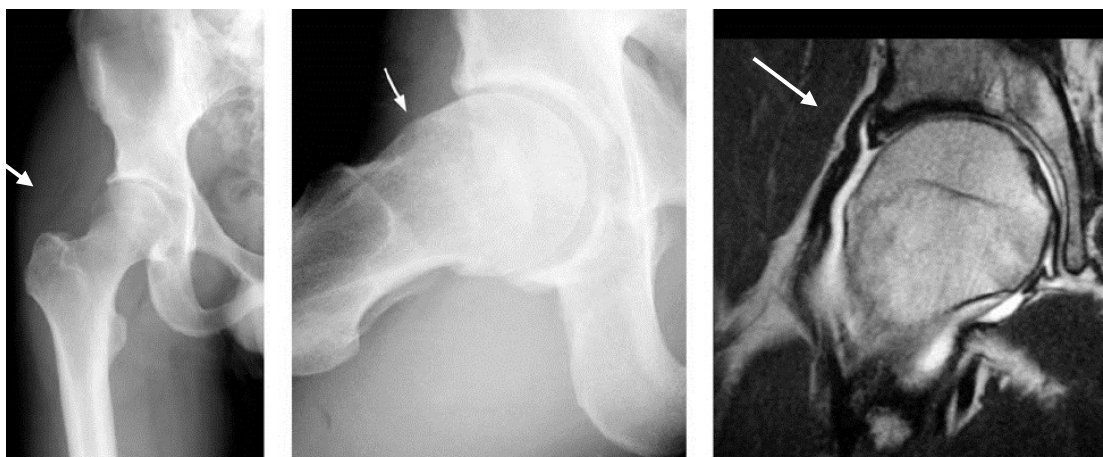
Conflito femoroacetabular devido a giba femoral (seta) – efeito “cam” -. Para além da giba óssea, a artro-RM mostra também uma rotura do *labrum* (seta).
